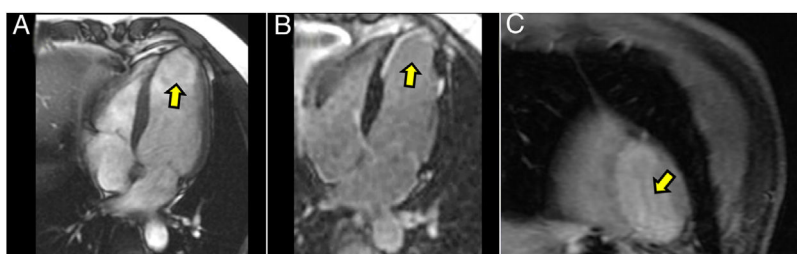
Resonancia magnética cardíaca. A) Cine SSFP 4-cámaras. Dilatación aneurismática apical del ventrículo izquierdo. B) Realce tardío de gadolinio. Ausencia de trombo a nivel apical. Realce subendocárdico prácticamente transmural en la región del infarto previo. C) Perfusión de primer paso de gadolinio; eje corto a nivel apical del ventrículo izquierdo, defecto de perfusión miocárdico en el segmento inferior, ausencia de trombo ventricular.
